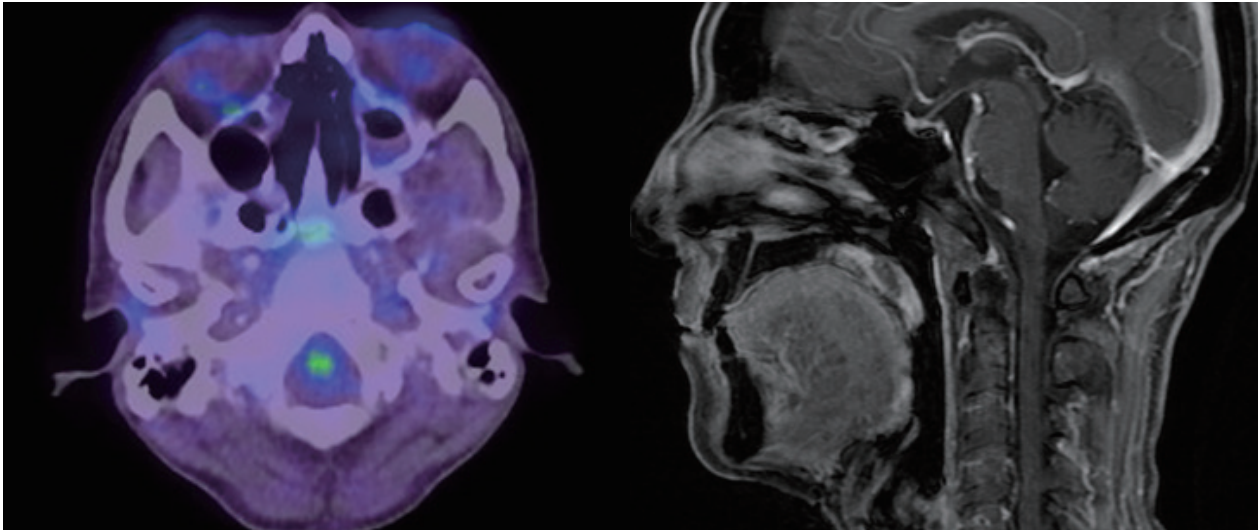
治療後診断画像（左：PET/CT 像 頭蓋底、頸動脈周囲浸潤、右：造影MRI 矢状断 斜位浸潤）
